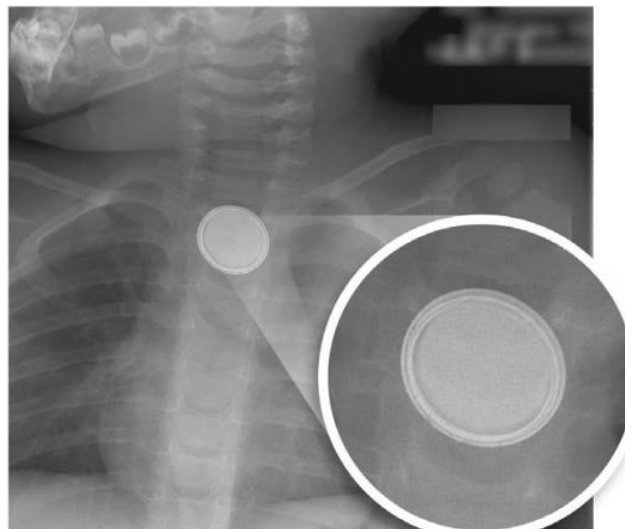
Radiographie thoracique antéro-postérieure montrant une pile bouton œsophagienne avec un double anneau ou signe du halo (140).
